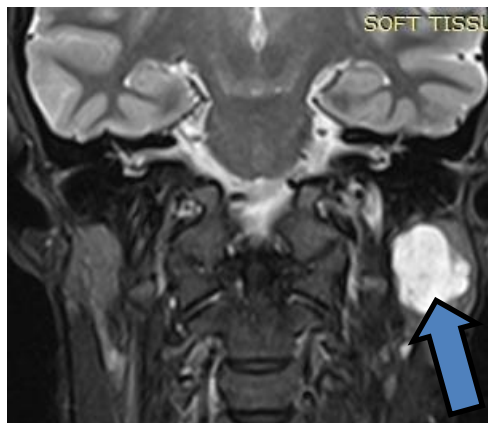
МРТ хворого П., 58 років, попередній діагноз: плеоморфна аденома лівої привушної залози.
